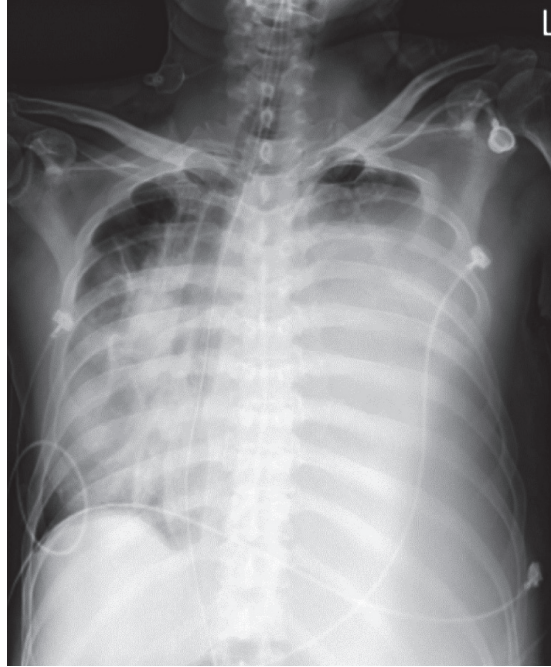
The chest X-ray of this patient when he arrived to emergent room
